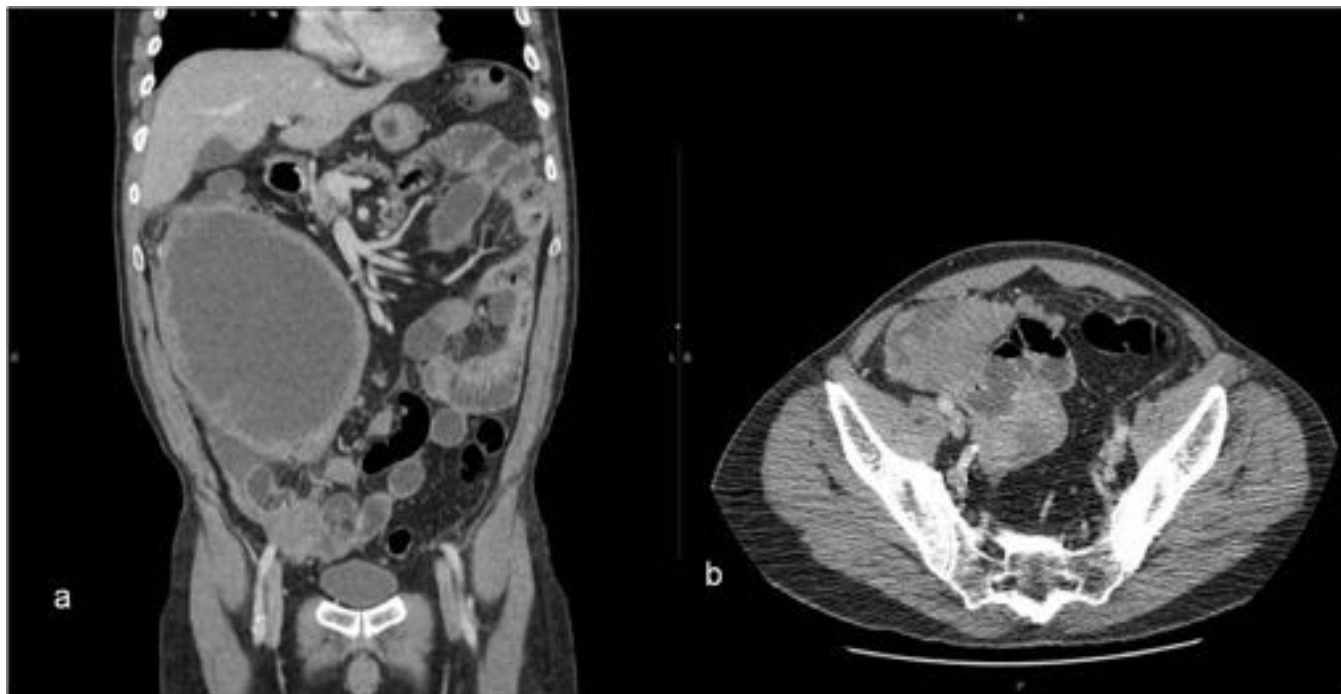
GIST Peritoneal . a- Estudio coronal de TC con extensa masa peritoneal , hipodensa por necrosis tumoral, difícil valorar su origen por el gran tamaño. b- Masa pélvica en estudio Axial de TC heterogénea con áreas densas alternando áreas de degeneración quística
